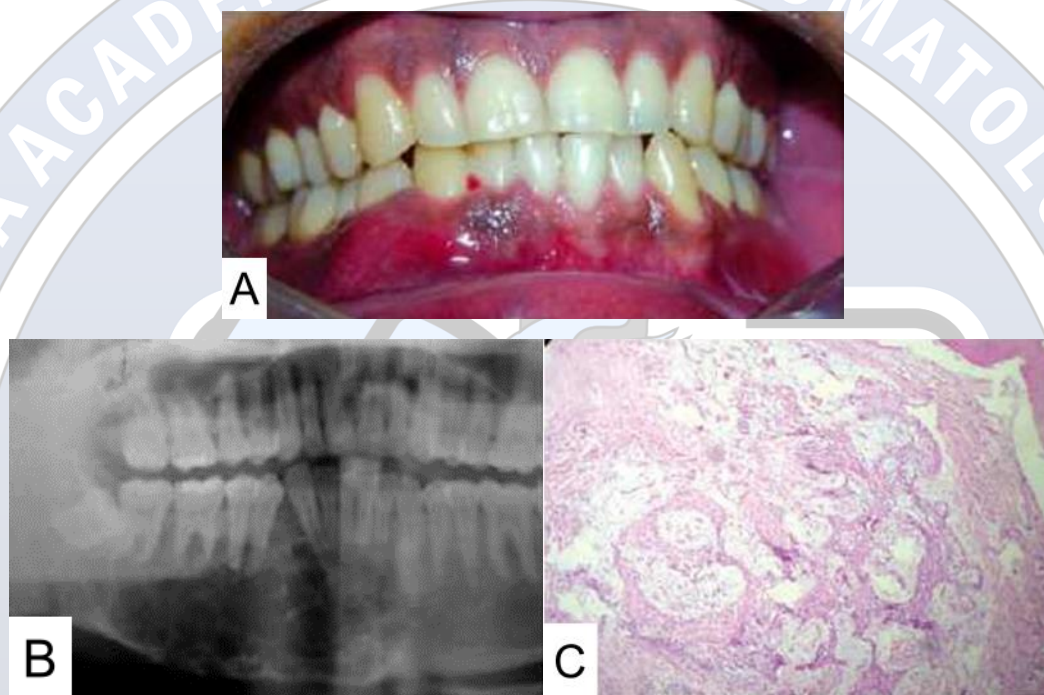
Carcinoma Intra-ósseo Primário. A: aspecto clínico de lesão inicial de carcinoma intra-ósseo primário. Observa-se que não há presença de fístulas ou ulcerações. B: radiografia panorâmica mostrando área radiolúcida em mandíbula à direita, multilocular e com margens irregulares. A lesão se estende da porção anterior do ramo mandibular direito até a região apical do dente 33. C: imagem microscópica em HE com aumento de 10x. É possível observar ilhas de células carcinomatosas com queratinização, atividade mitótica aumentada, células periféricas em paliçada, pleomorfismo acentuado e hiper cromatismo nuclear. Fonte: Sabogal *et al*, 2009.
